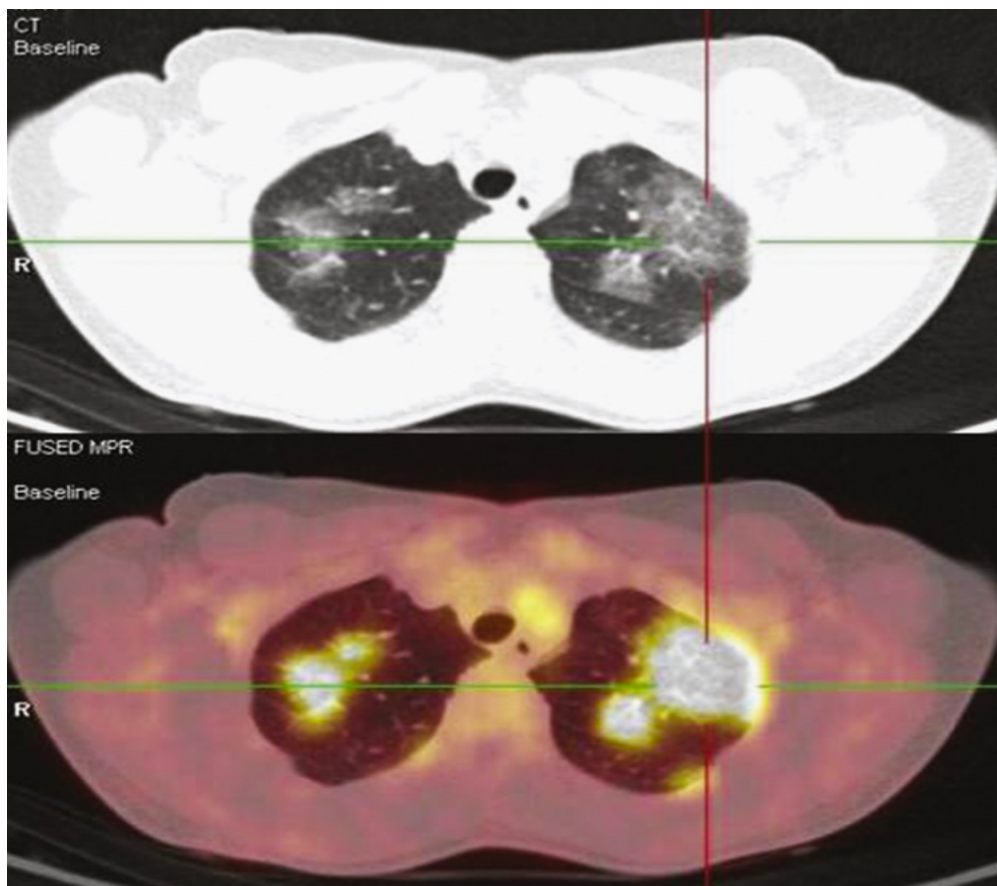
Résultats DU 18F-FDG-PET chez un patient atteint de sarcoïdose pulmonaire chronique active au stade radiologique 3 (TDM et coupes coronales TEP/TDM fusionnées). Notez une forte accumulation de FDG dans le parenchyme pulmonaire des lobes supérieurs des deux poumons. (114)
